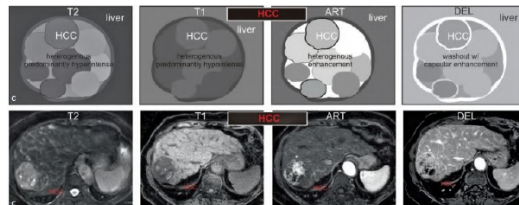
exemple de image MRI de carcinomes hépato-cellulaires[30]
